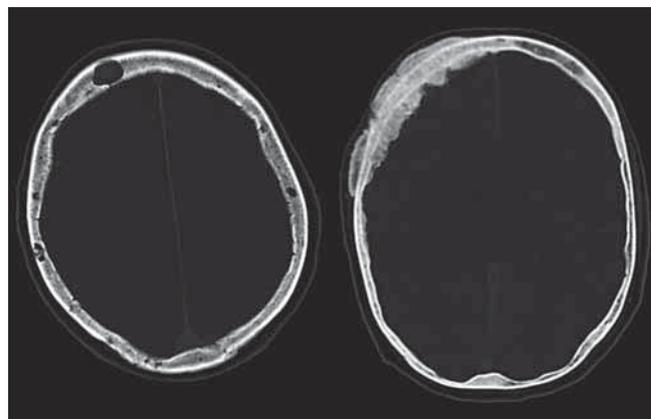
Links osteolytische Läsionen (Löcher) im Schädelknochen bei Mamma-Karzinom, Röntgenaufnahmen. Rechts osteoplastische Läsionen (Knochen-Anlagerungen) im Schädelknochen bei Prostata-Karzinom, Röntgenaufnahmen. (Fotos: Hellerhoff, CC-BY-SA-3.0-Unported, Wikipedia)
